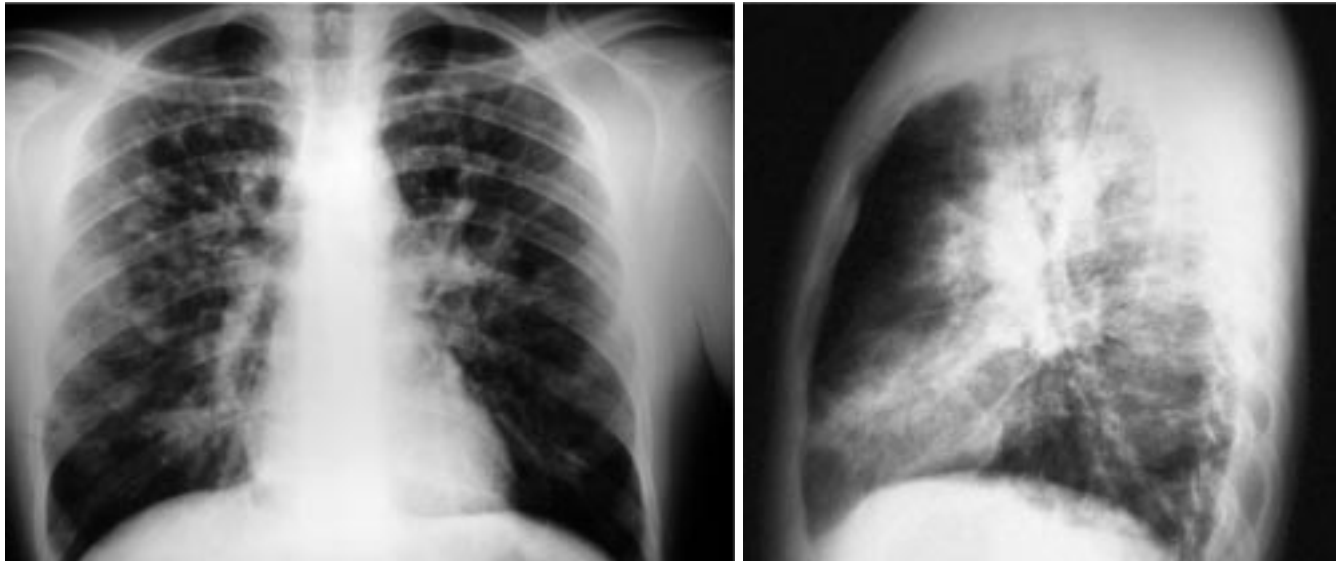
Radiografía de tórax (A-P y lateral). Infiltrados ocupación alveolar en cuatro cuadrantes, sin derrame pleural, mediastino normal.
